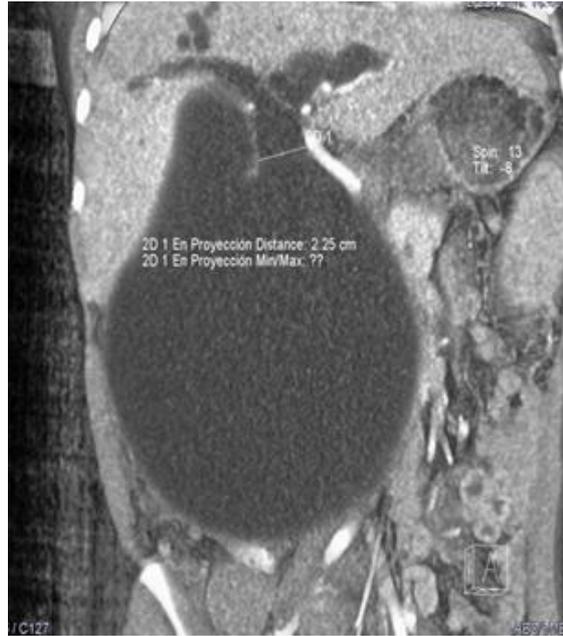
TAC VRT Corte coronal: colédoco proximal
